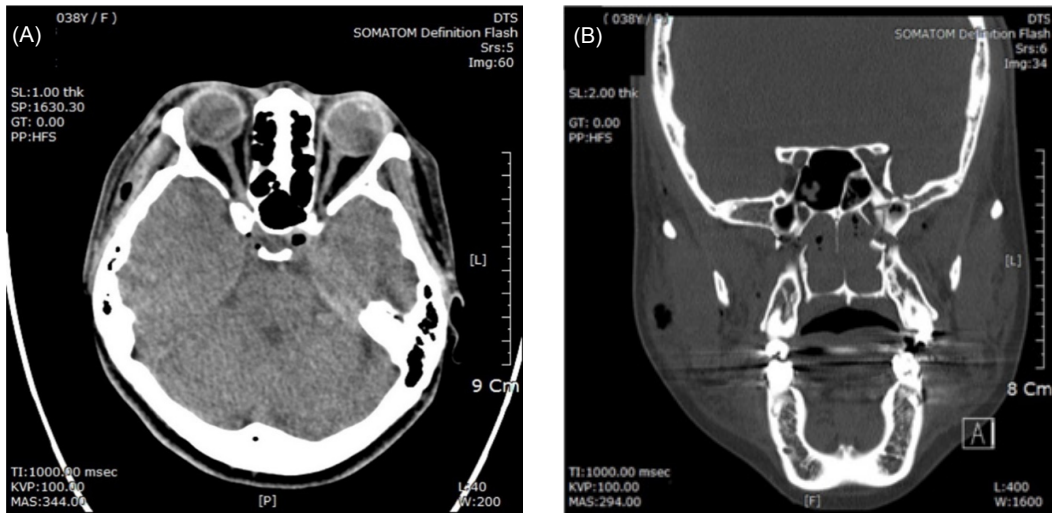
(A) First taken computed tomography revealed pneumocephalus; (B) Le Fort I fracture line extended to sphenoid bone (white arrow).
